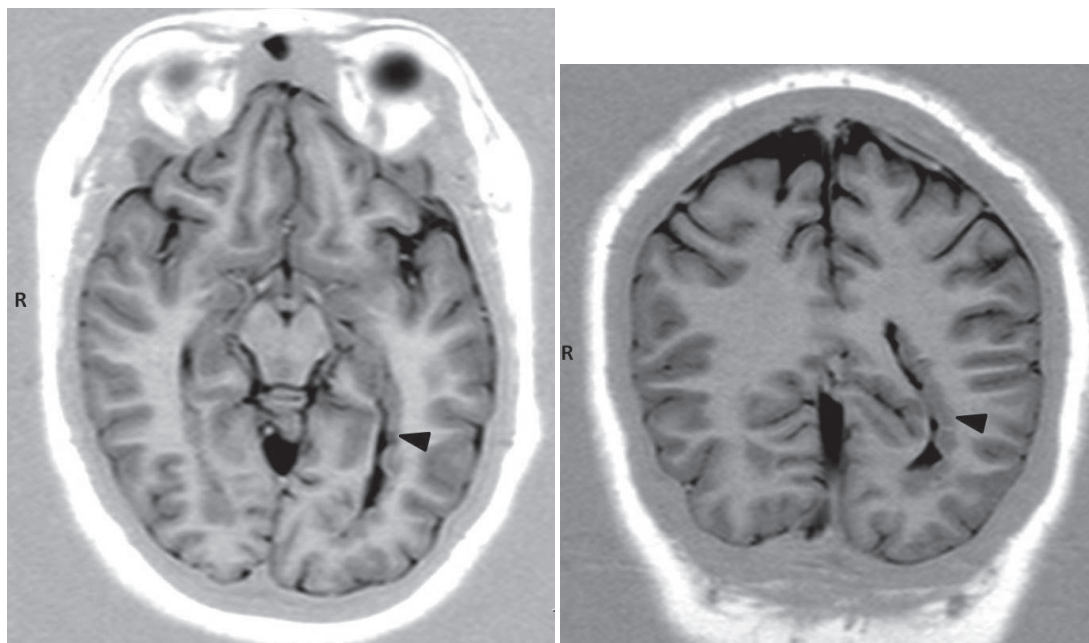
Características de la Resonancia Magnética Cerebral realizada en el caso expuesto. En la vista axial (A) y coronal (B) se demuestra la presencia de nódulos de sustancia gris protruyendo hacia la pared del cuerno occipital de ventrículo lateral izquierdo. La neocorteza posee morfología normal y se observa isointensa con respecto a los nódulos periventriculares
